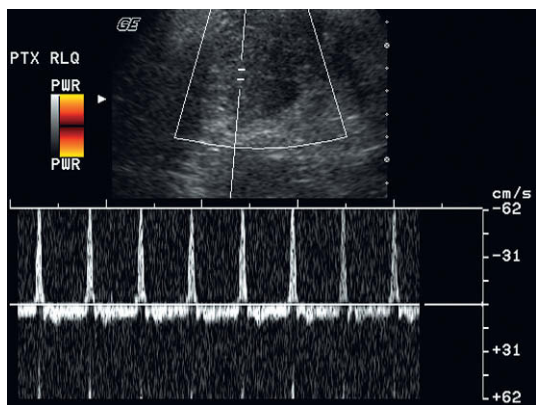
Imagen de Doppler energía y espectral de un trasplante de páncreas. No se logra identificar flujo dentro de la glándula. El trazado espectral de la arteria nutricia muestra una resistencia muy elevada con puntas de flujo sistólico entrante y flujo de salida invertido durante la diástole.
